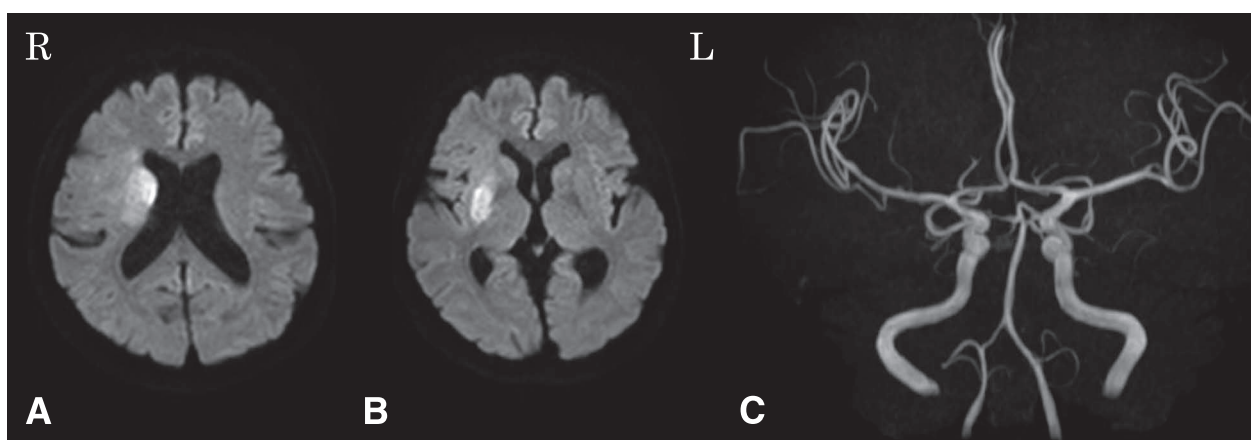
Brain MRI after thrombolytic therapy with intravenous tissue plasminogen activator (IV tPA) and endovascular therapy.
